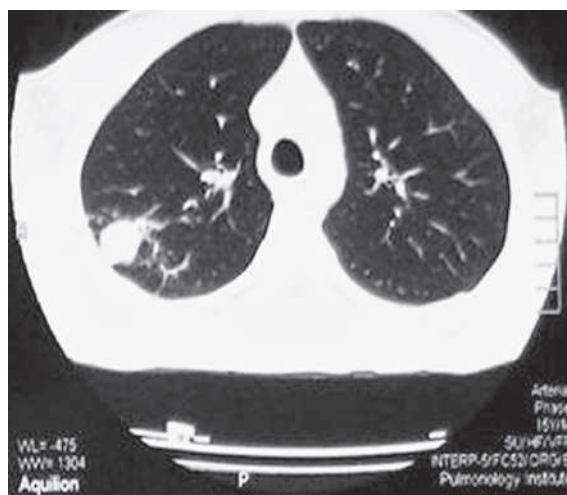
Туберкулома легені (комп'ютерна томограма).
